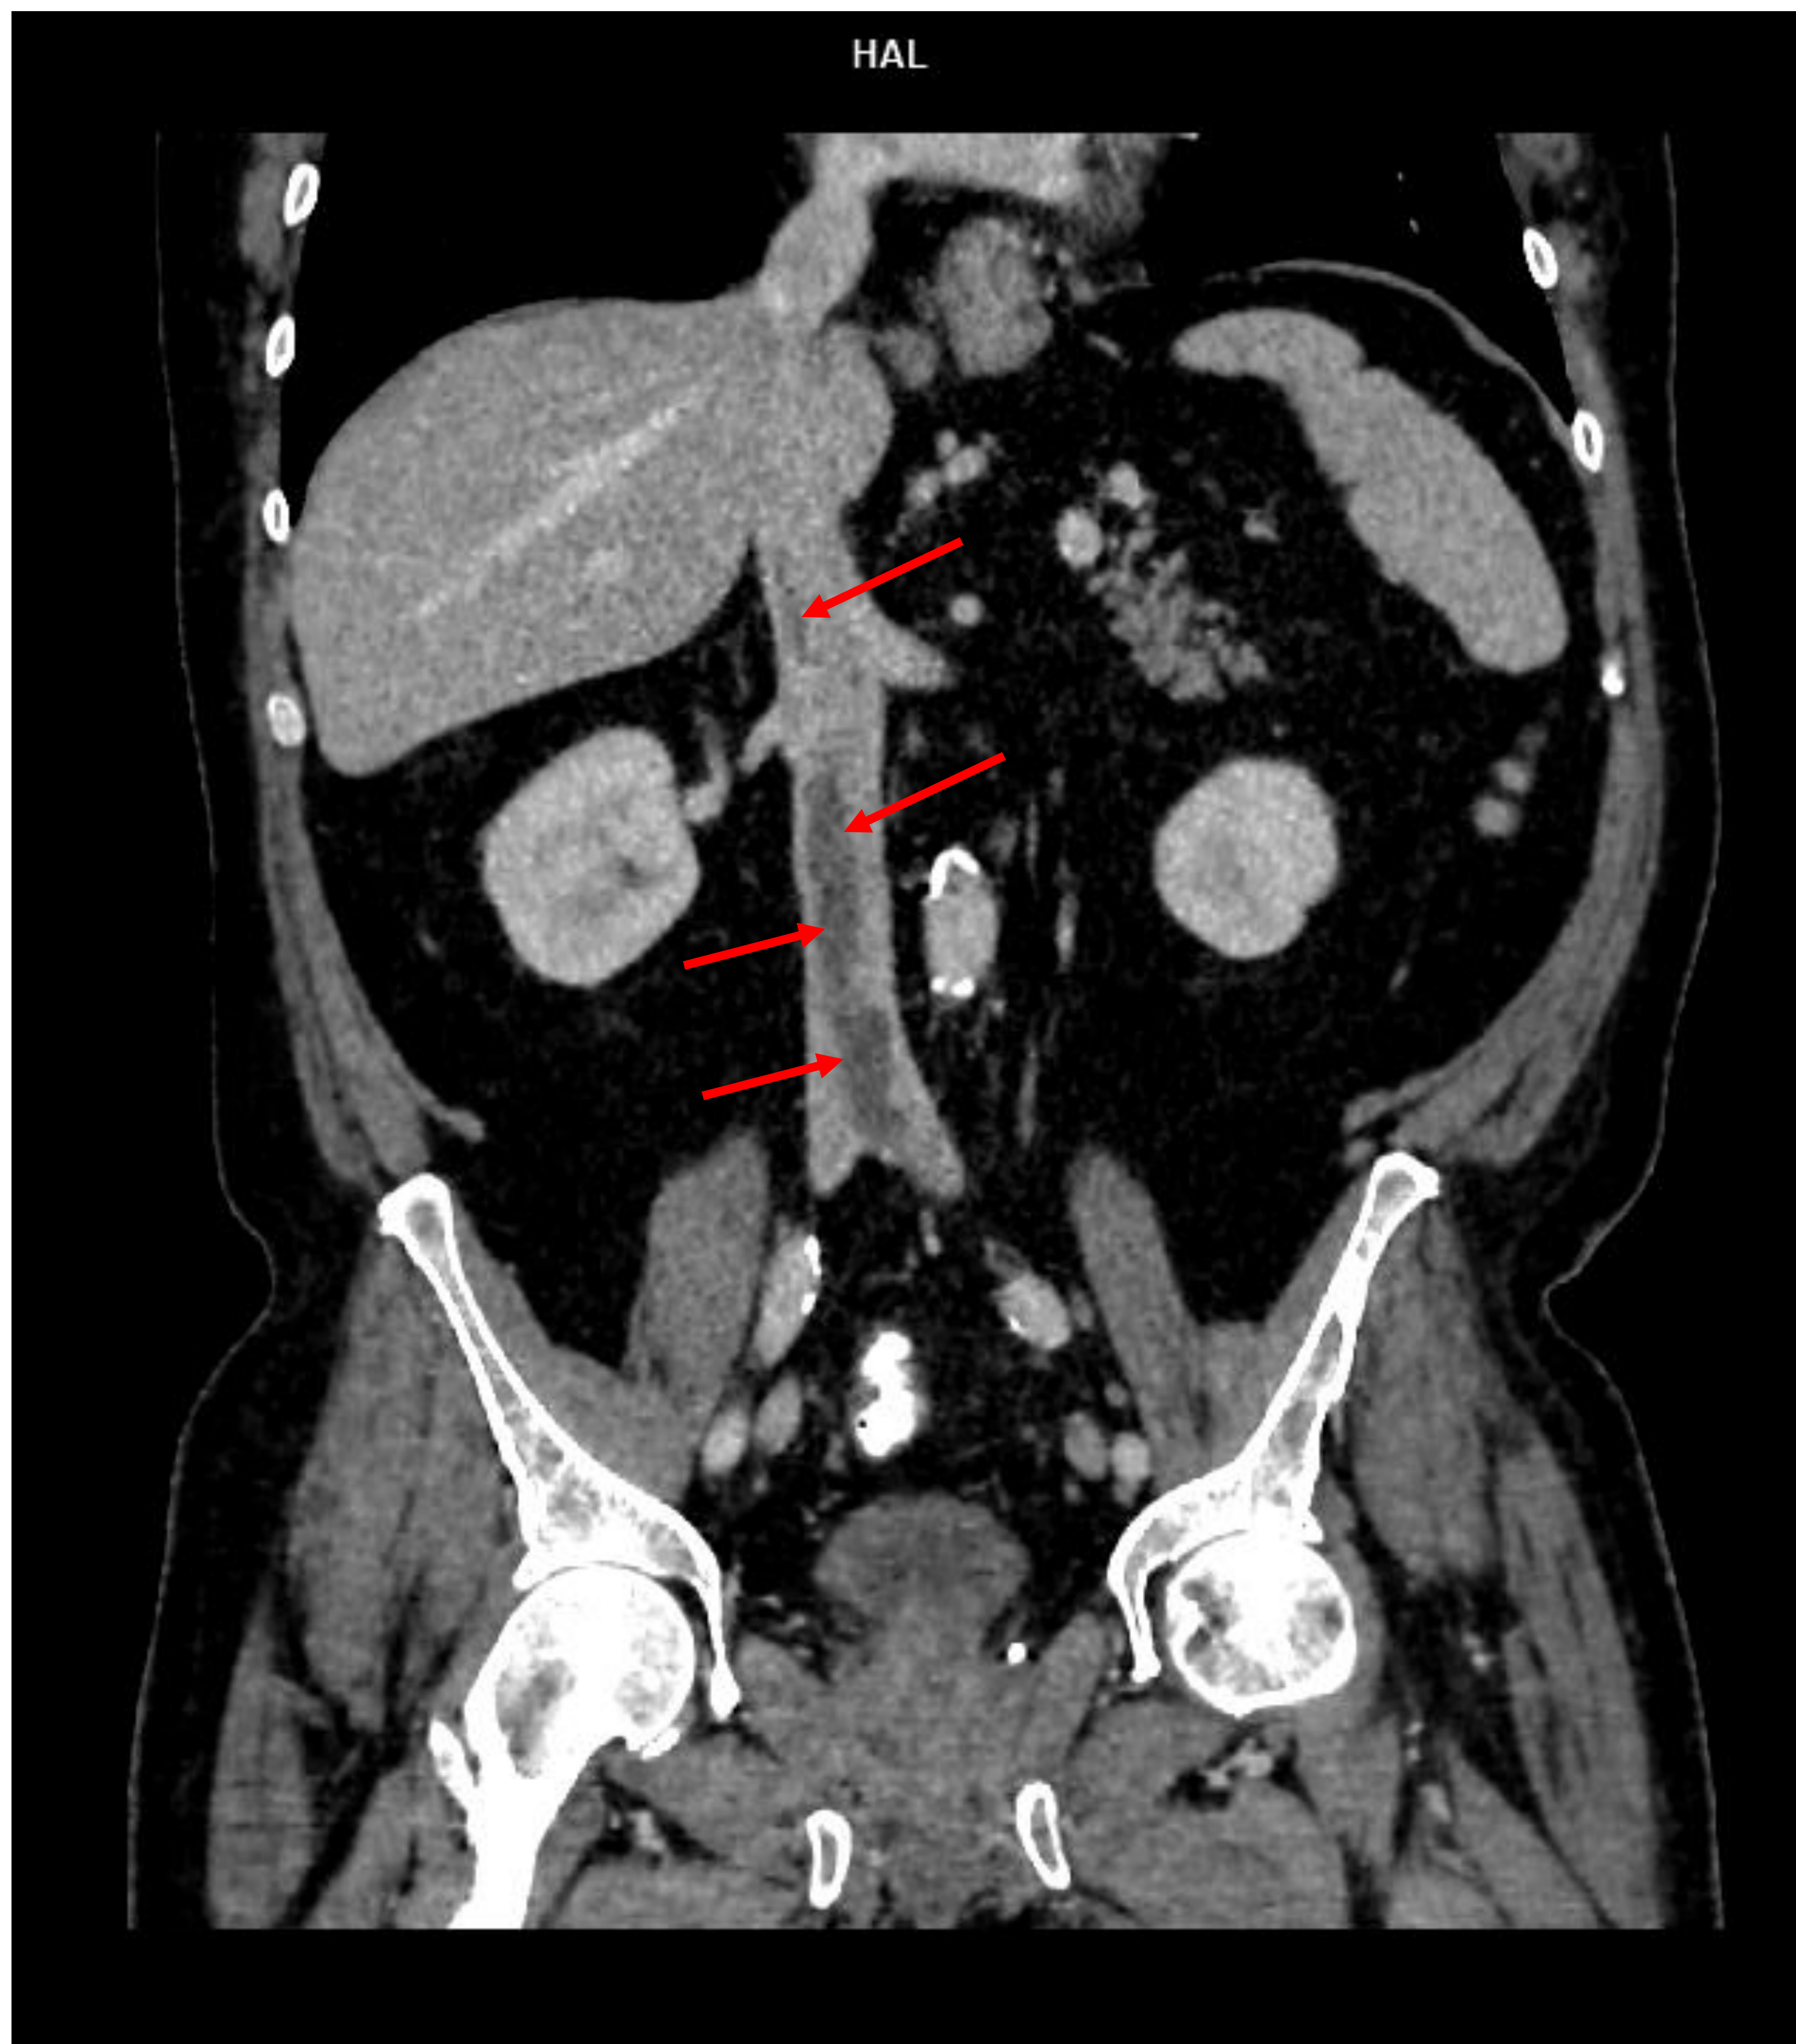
Imagen coronal de TC con CIV en el que se observa contenido hipodenso de localización central en la VCI supra e infrarrenal (flechas rojas), compatible con trombosis aguda parcial.
